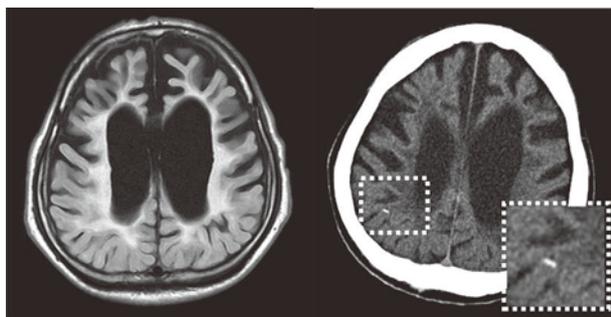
症例患者 (46 歳男性) の頭部 MRI (FLAIR) 画像 (左) と頭部 CT 画像 (右)
